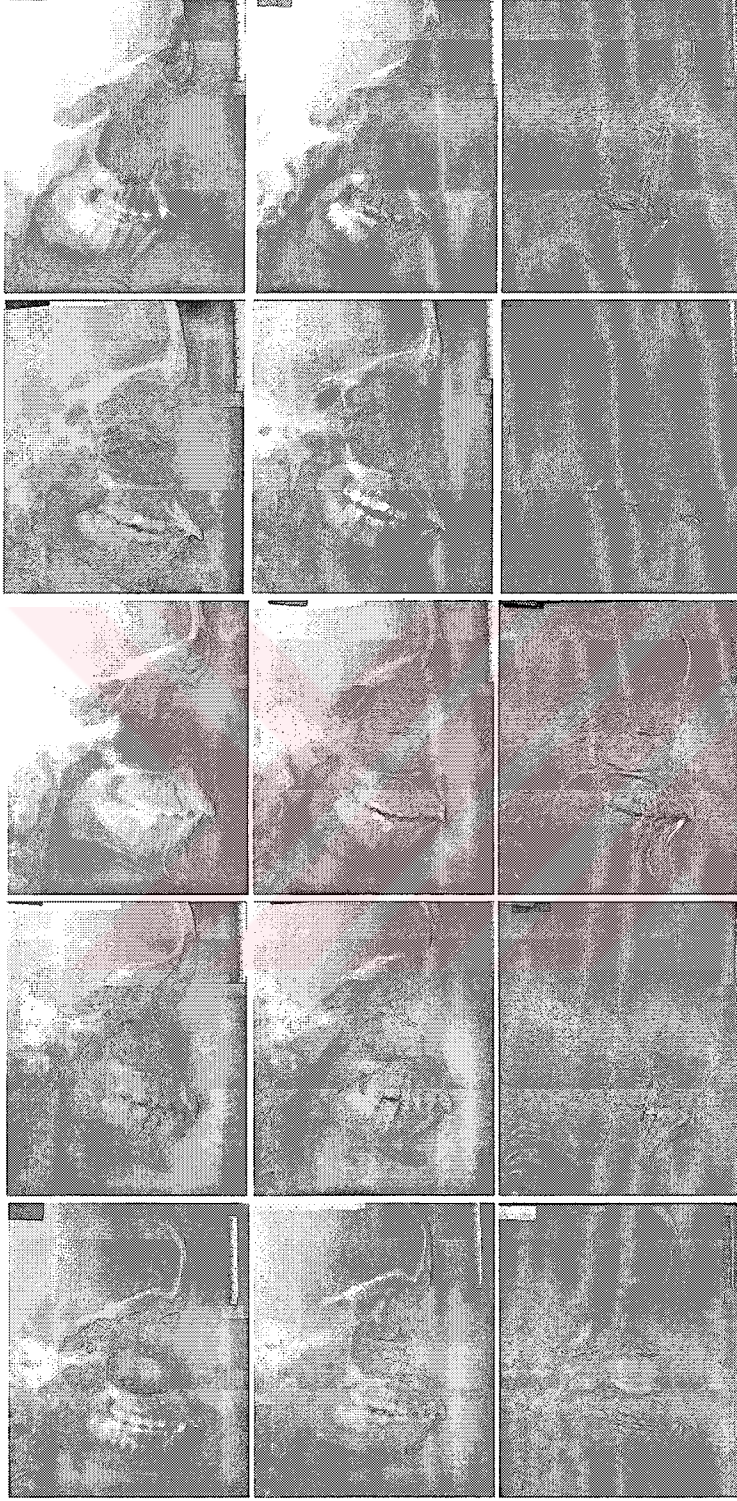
Periodontal tedavi öncesi ve sonrasında alınan röntgen filmleri ile fark görüntüleri.
